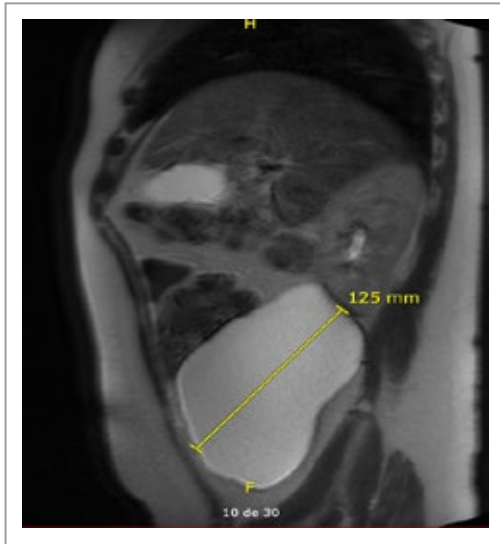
Contrast T2 MRI weighted sequence on sagittal plane of the given cystic formation.
